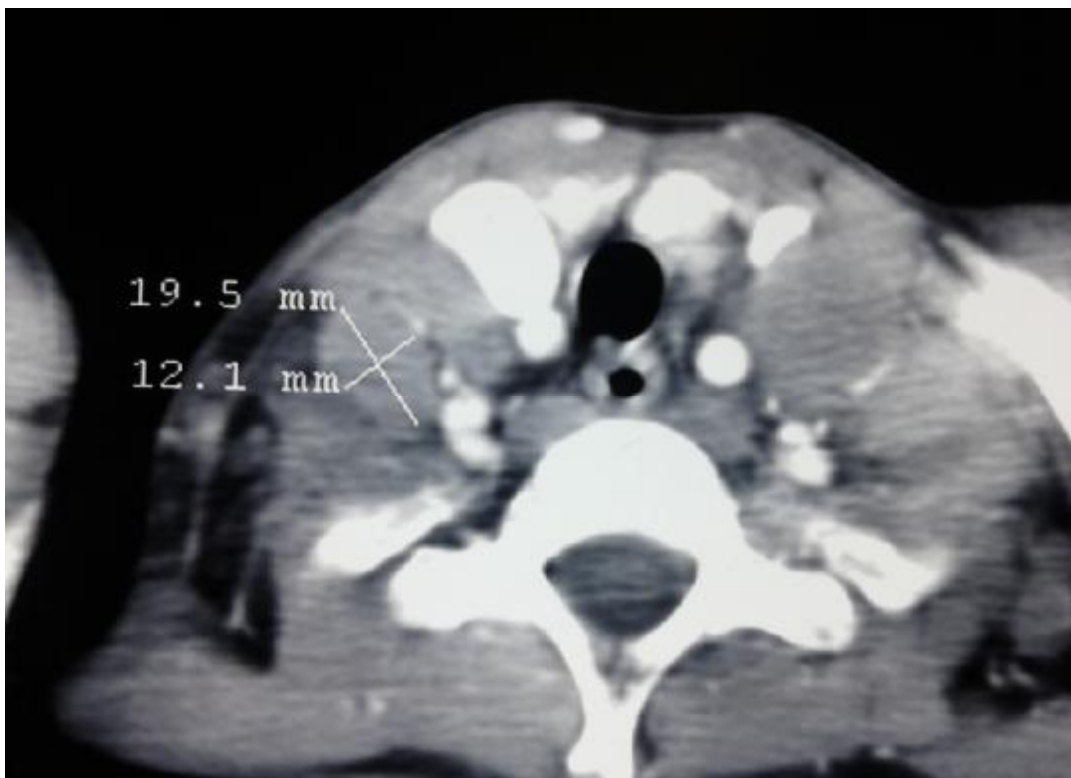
TDM cervicale montrant une ADP latéro- cervicale.
